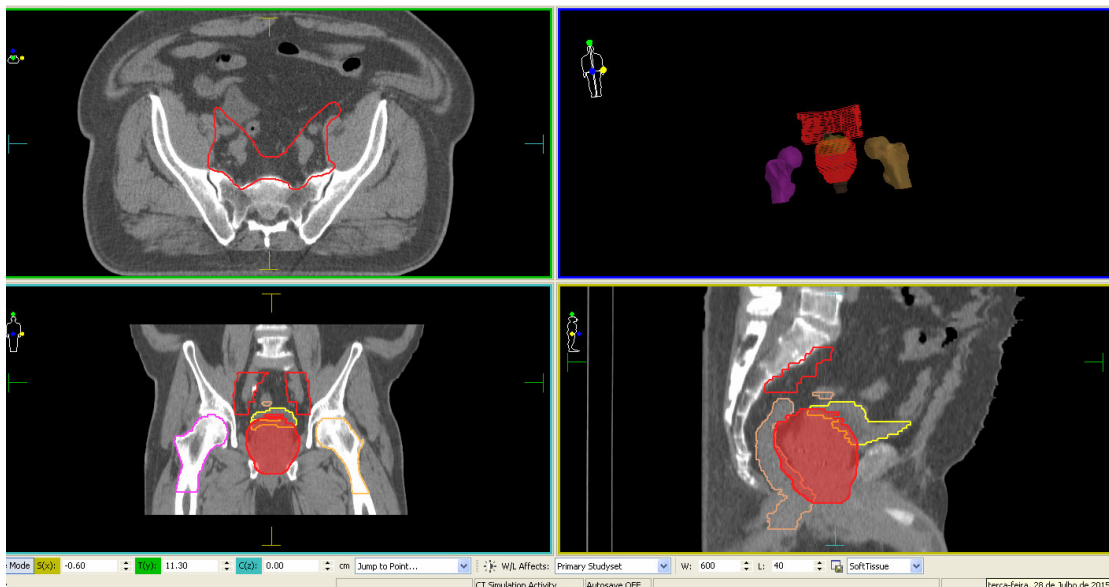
Imagem de CT com visualização dos volumes de interesse delineados
